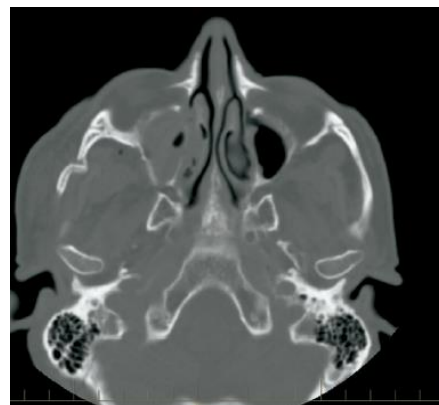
Tomografia computadorizada: deslocamento posterior de arco zigomático (CZERWINSKI et al., 2008).
